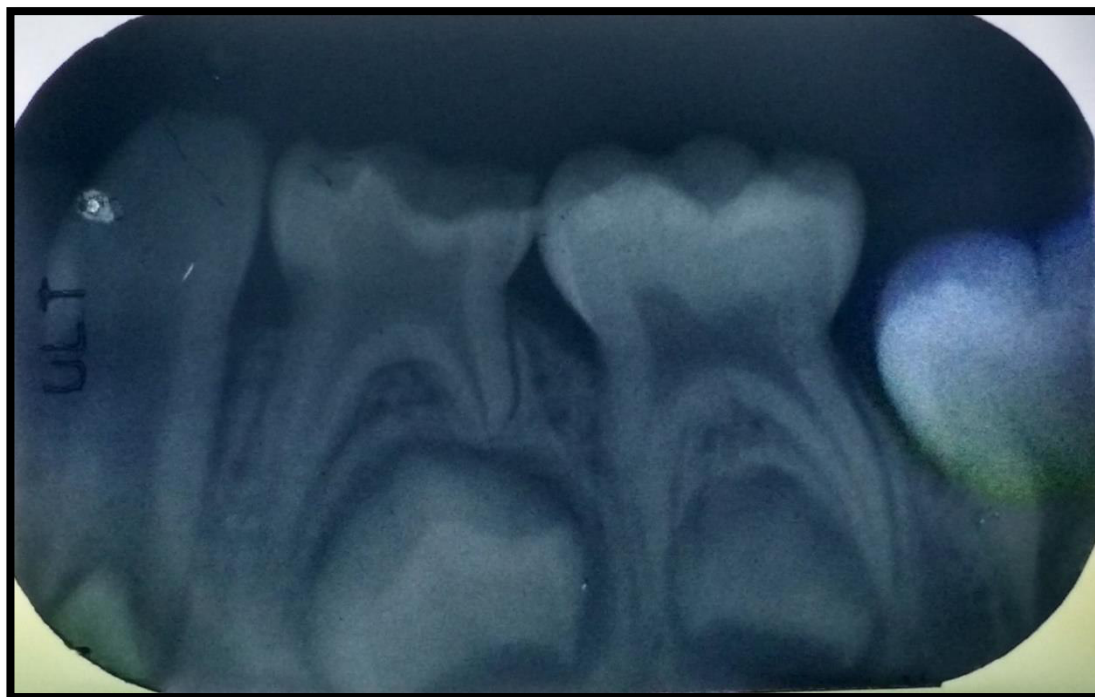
Radiografía Periapical Piezas 75 Y 74.
